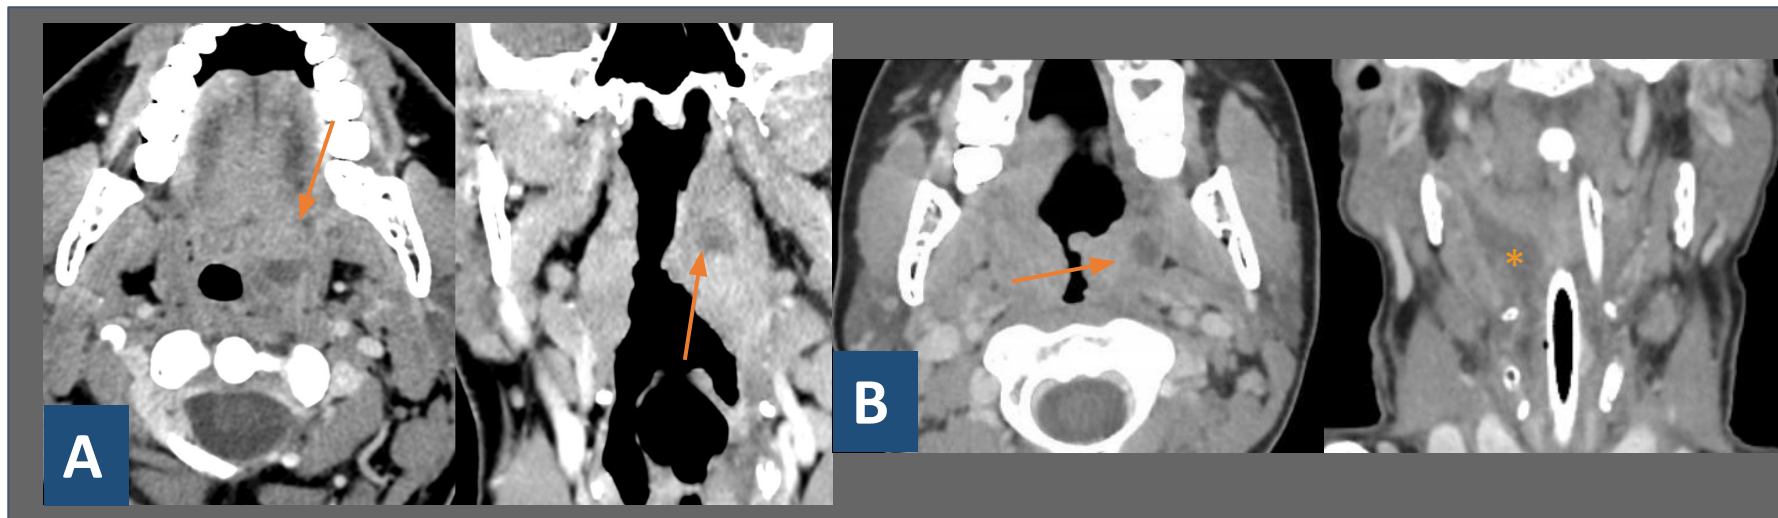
Las imágenes A y B muestran un cortes axiales y coronales de un TC de cuello con contraste en fase venosa.
